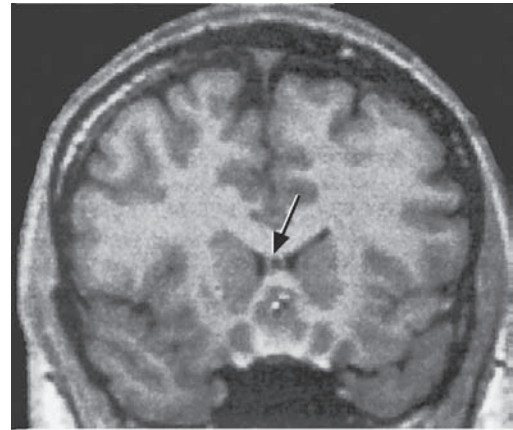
Una cavidad del septo pelúcido se encuentra en poblaciones tanto normales como esquizofrénicas; sin embargo, es más grande en esta última. La cavidad del septo pelúcido en condiciones normales es clasificada como "pequeña" (flecha superior) al ser observada en dos resonancias magnéticas (RM) contiguas con tajadas coronales de 1.5 mm. En tanto, es clasificada como "larga" cuando se ven al menos cuatro tajadas coronales contiguas (RM) de 1.5 mm (flecha inferior). (Reproducida y modificada con autorización de Nopoulos P., Swaze, V., Flaum, M., Ehrhardt, J. C., Yuh, W. T., y Andreasen, N. C. 1997. La cavidad del septo pelúcido en normales y pacientes con esquizofrenia como lo detecta la creación de imágenes por resonancia magnética. *Biol. Psychiatry* 41:1102-1108.)
